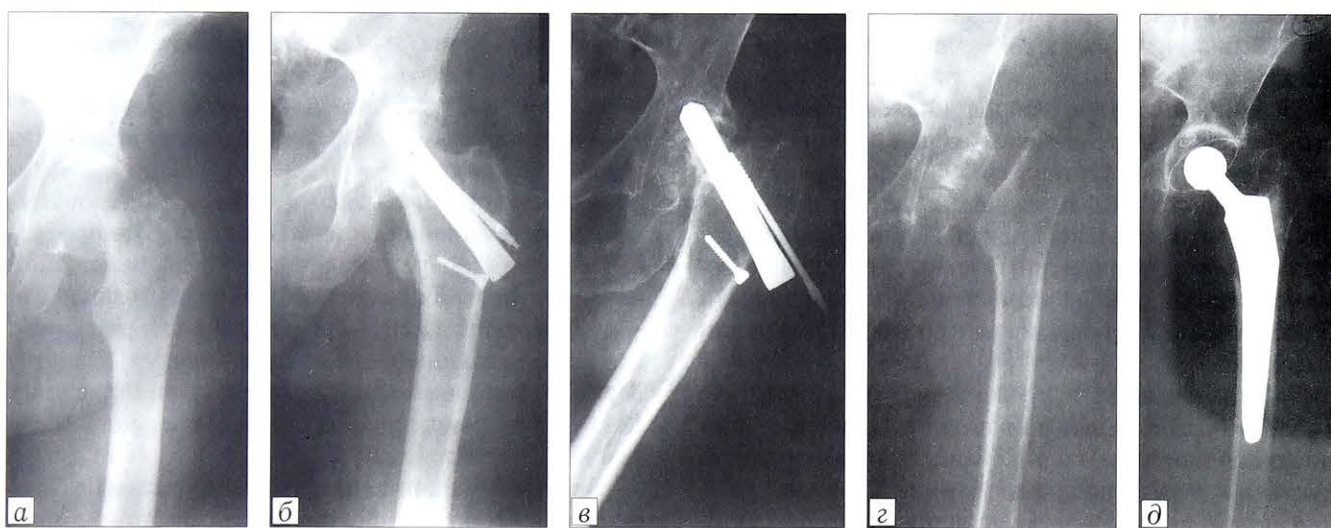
Рентгенограммы пациентки А.
